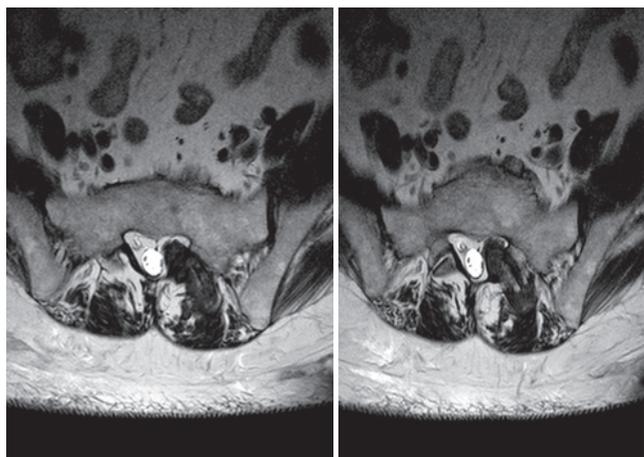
МРТ в режиме T2 в аксиальной проекции. Интраканально по левой стенке выявляется узловое образование с низкой интенсивностью МР-сигнала, тесно прилегающее к сочленению нижнего суставного отростка L5 позвонка и верхнего суставного отростка S1 позвонка. Позади сочленения выявляется второй аналогичный узел
